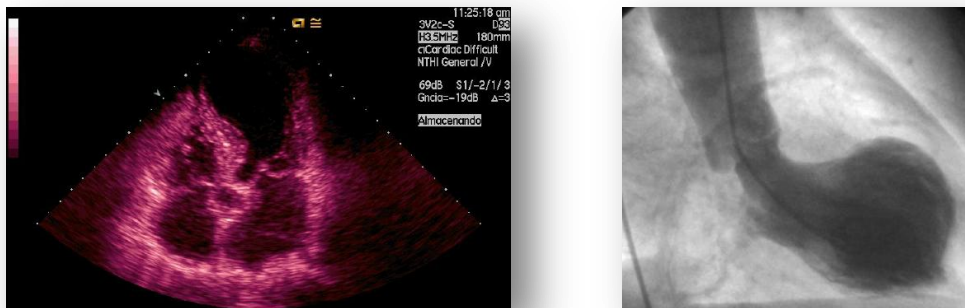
Imágenes cedidas por el Dr. Ruiz Bailén. En la figura de la izquierda se puede observar una ecocardiografía transtorácica (ETT) con un VI con morfología de abalonamiento apical típico del Takotsubo. En la figura de la derecha la imagen del mismo paciente durante la ventriculografía.
